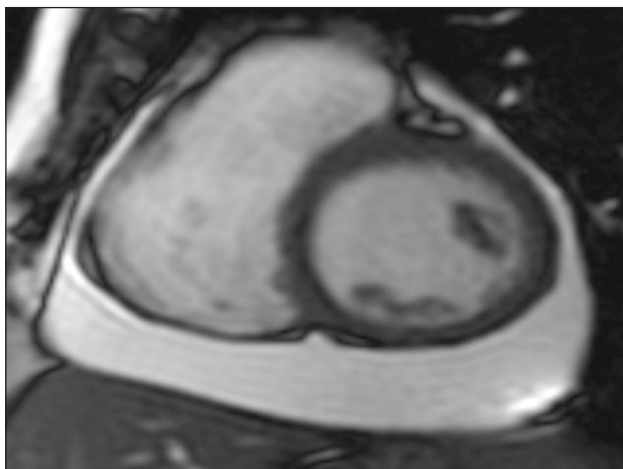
A ressonância magnética facilita a identificação de diferentes anormalidades do pericárdio. Neste exemplo, observa-se o aumento da espessura pericárdica, acompanhado de volumoso derrame que provoca diminuição da função diastólica do coração.
